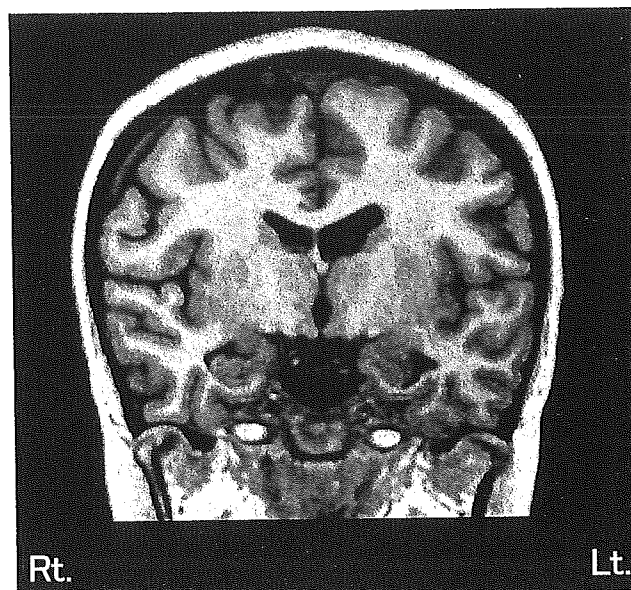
統合失調症患者 (19 歳、女性) の MRI
